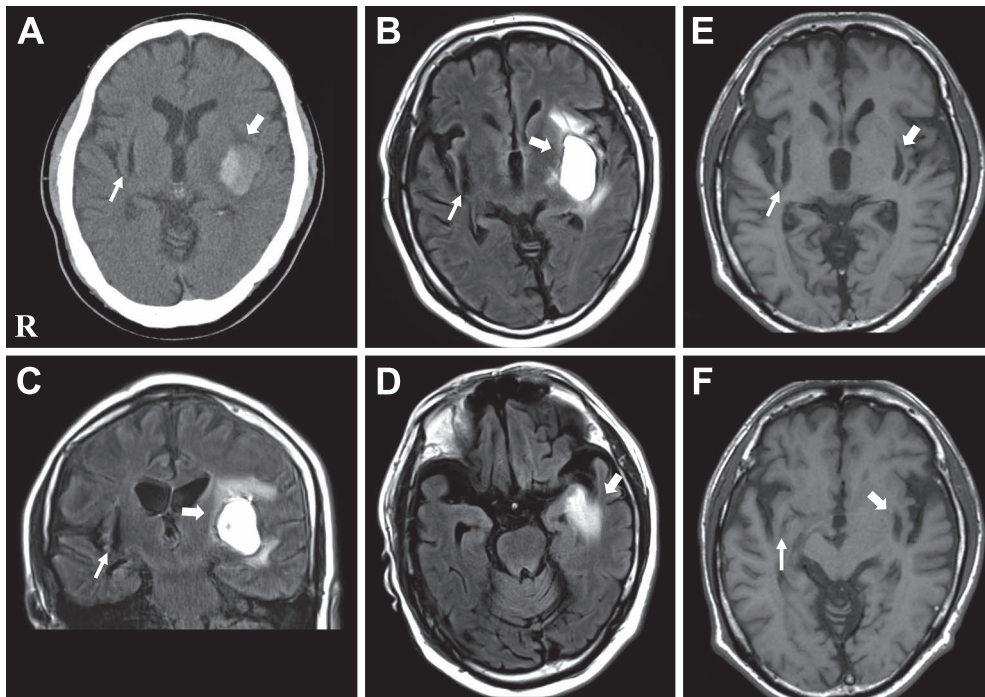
Brain MRI and CT of the patient.
